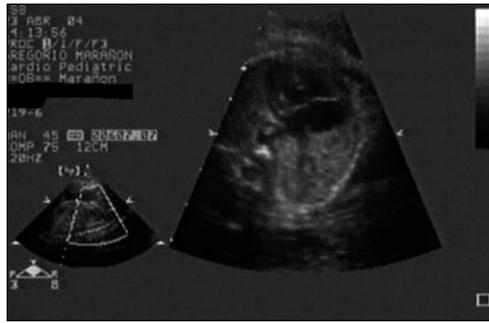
Ecocardiograma 2D fetal, posición 4 cámaras. Defecto septal auriculoventricular. Se visualiza tanto el defecto entre las aurículas como entre los ventrículos.
